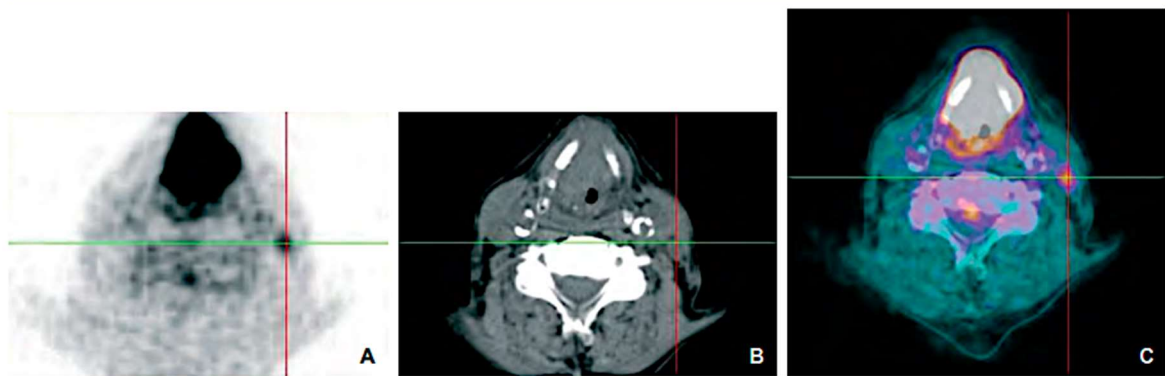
Coupe transverse du larynx avec adénopathie en tomographie par émission de positons (TEP) (A), en tomodensitométrie (TDM) fenêtre tissu mous (B), et fusion TEP-TDM (C): carcinome épidermoïde supraglottique avec envahissement massif de la loge préépiglottique et extension extralaryngée (T4). Adénopathie cervicale suspecte [73].
